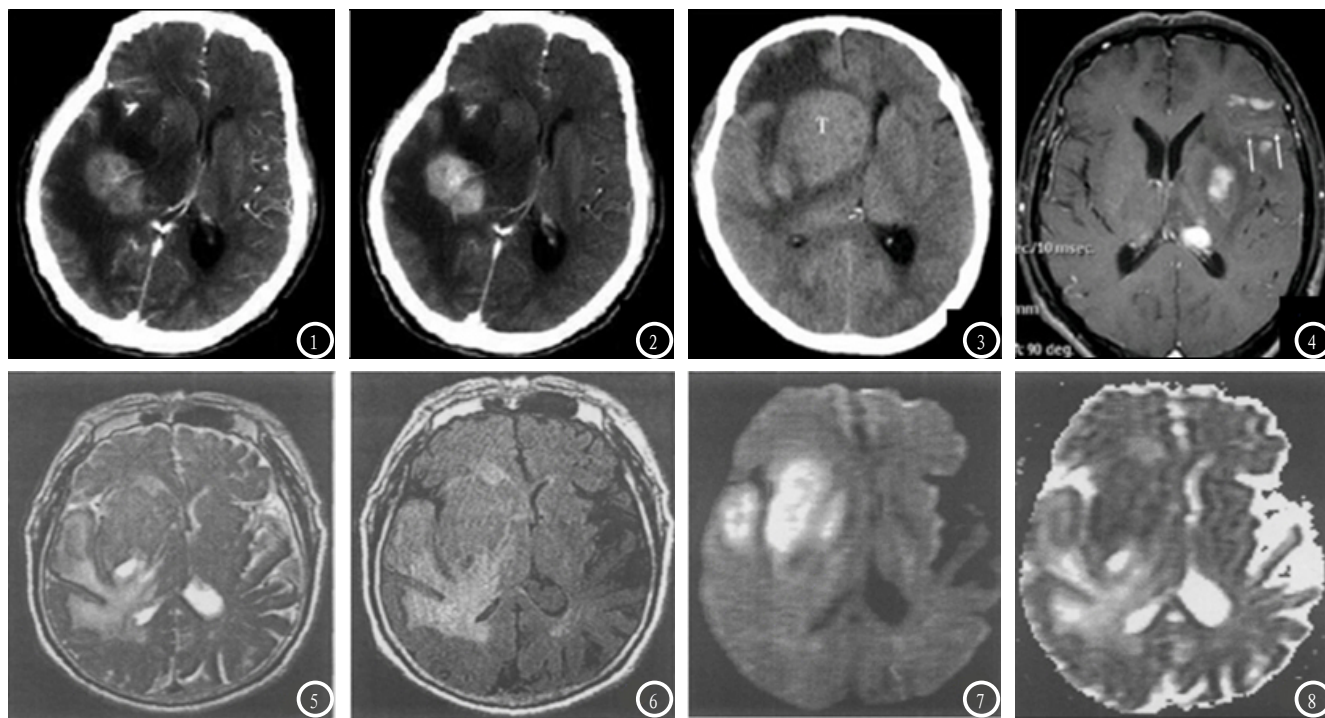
~4 典型PCNSL患者CT影像特点。图1、2女，48岁，图1可见血管穿行其内，B图为延迟1分钟增强；图3、4男，50岁，图3为右侧基底节及丘脑，图4为多部位PCNSL图。图5~8 典型PCNSL患者MRI影像特点。男，66岁，确诊为弥漫性大B细胞淋巴瘤，图5为T1WI图，呈低信号；图6为FLAIR图；图7为DWI图，图8为ADC图。
